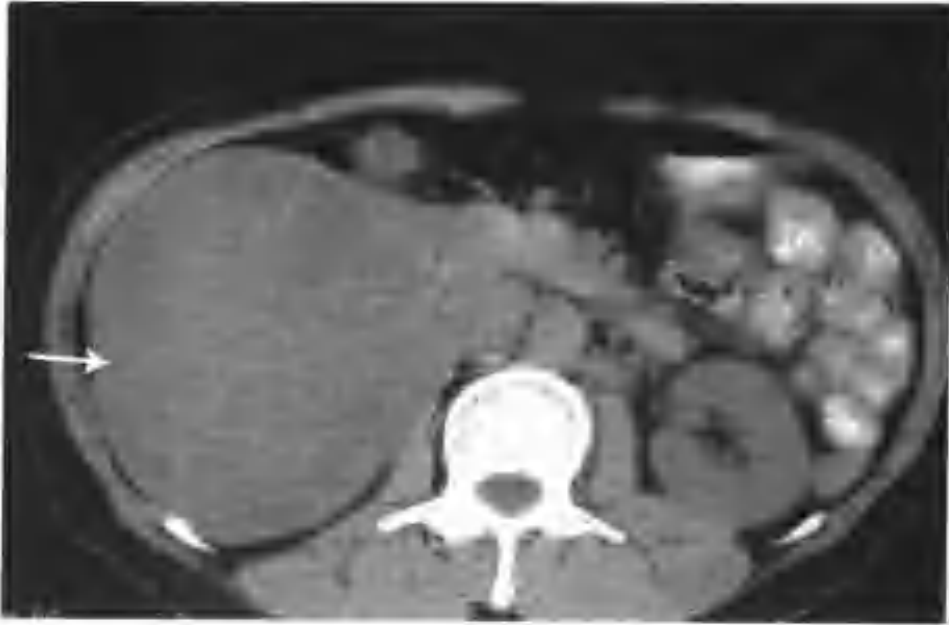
右肾细胞癌 (CT 示右肾有一个 10.5cm×12.5cm 的巨大肿物, 平扫密度不太均匀 (箭头))
